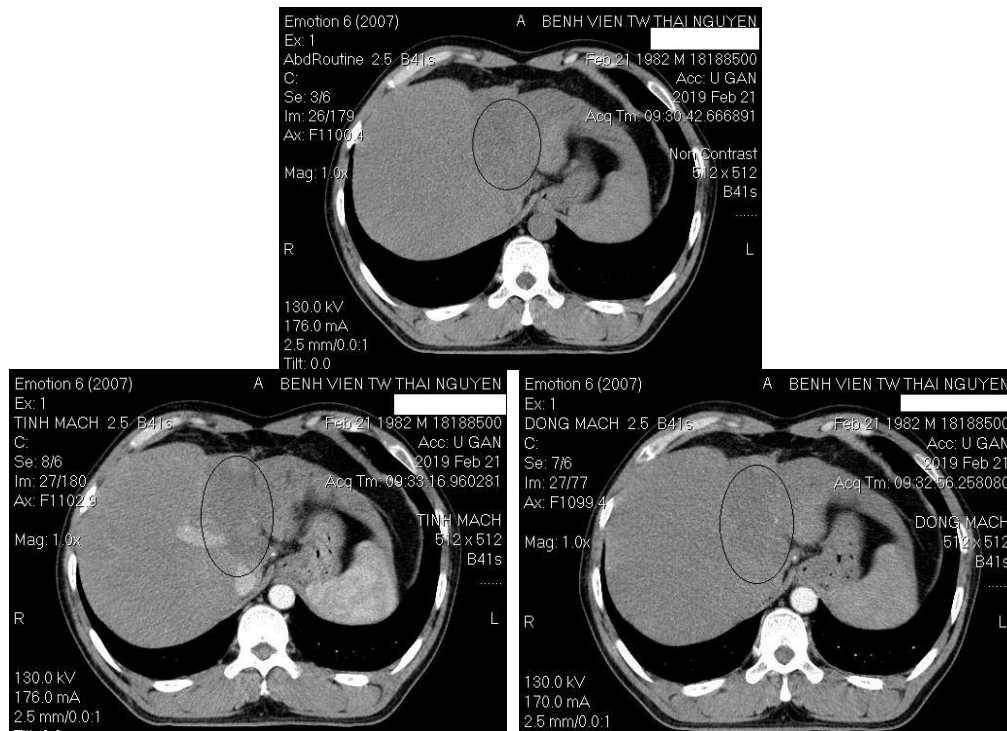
Kết quả chụp CT Scanner trước điều trị
